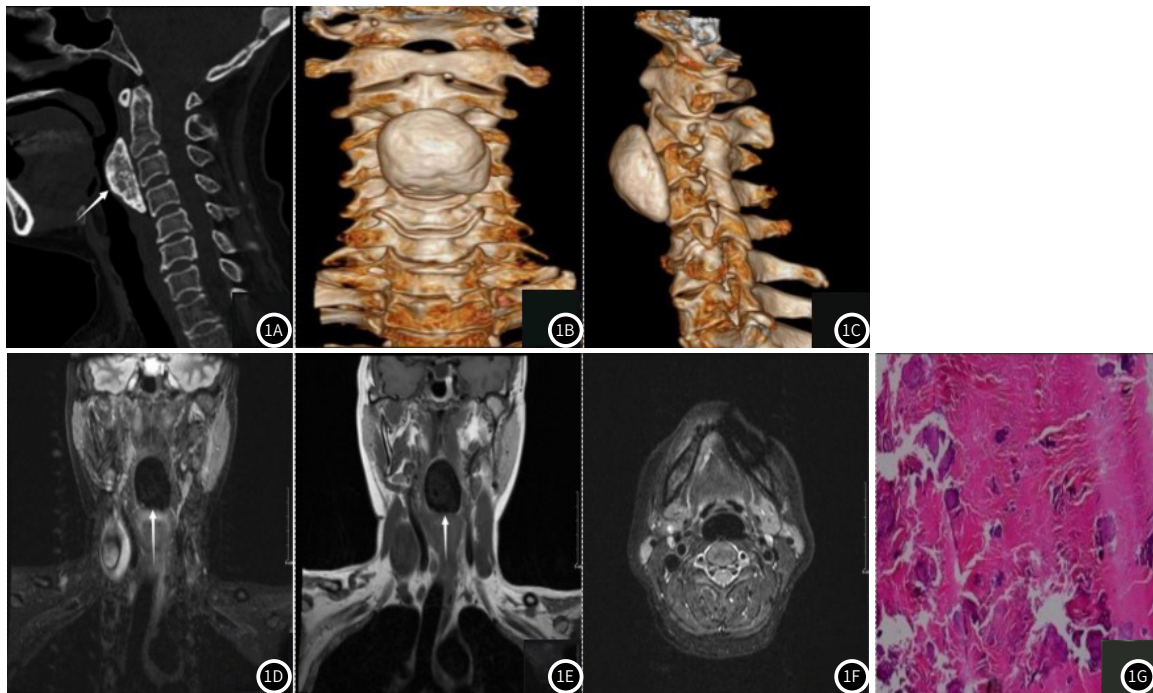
钙化性纤维性肿瘤患者, 女, 54岁。图1A: CT平扫示平颈2-4椎体水平咽后壁见丘样高密度肿块影(箭), 边界清, 密度不均, 咽腔明显受压变窄; 图1B~1C: CT平扫冠状位及矢状位VR图; 图1D: T2WI冠状位示病灶呈均匀低信号(箭); 图1E: T1WI冠状位示病灶呈均匀低信号(箭); 图1F: T2WI轴位示病灶呈均匀低信号, 边界清晰; 图1G: 镜下见胶原化的纤维组织及其间少量梭形细胞构成, 伴广泛玻璃样变性及钙盐沉积。
